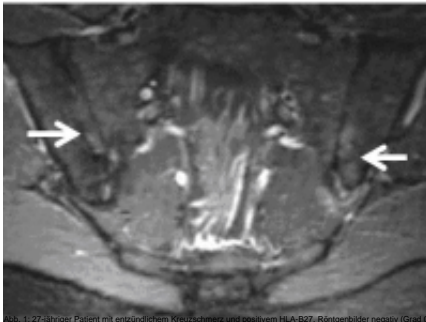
57-jähriger Patient mit einseitigem Kreuzschmerz und positivem HLA-B27. Röntgenbilder (negativ) (G1414). MRT: typische Knochenmarködeme und Erosionen der Sakroiliakalgerlenke (Pfeile); gesicherte AS.
